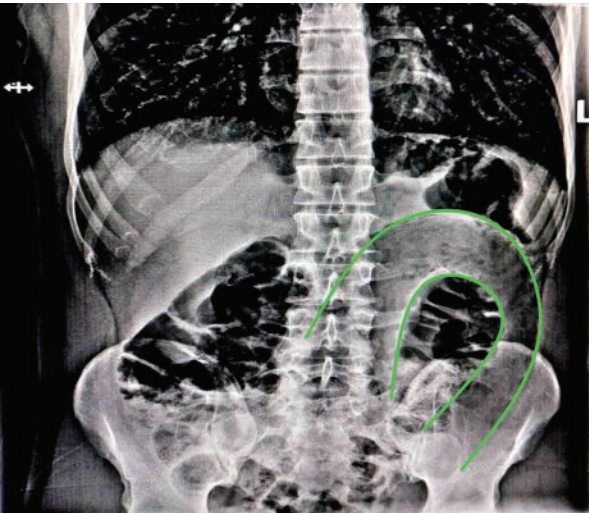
Обзорная рентгенограмма органов брюшной полости и малого таза больного
